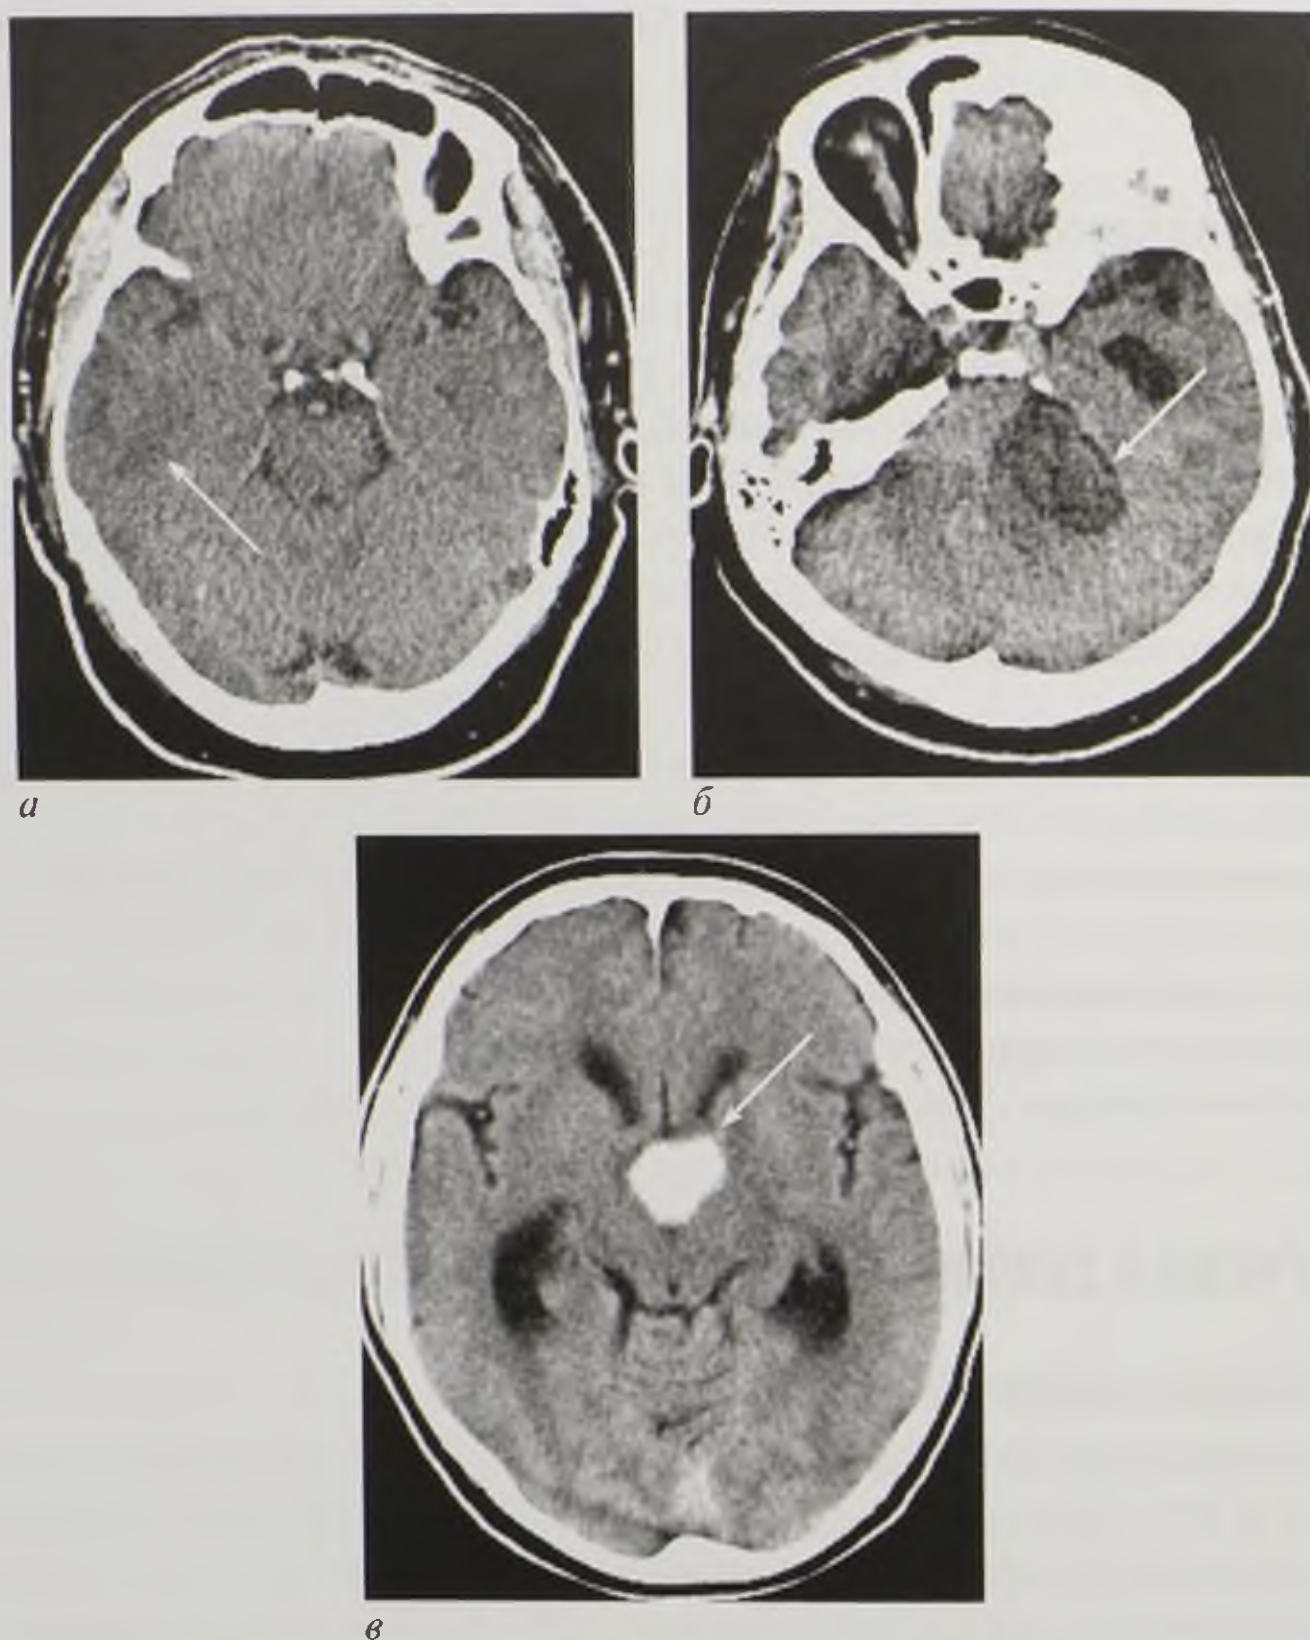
Компьютерные томограммы головного мозга в аксиальной плоскости с прямым признаком опухоли — наличием патологического образования с различными плотностями: *а* — незначительно сниженная; *б* — пониженная; *в* — повышенная (стрелки)
